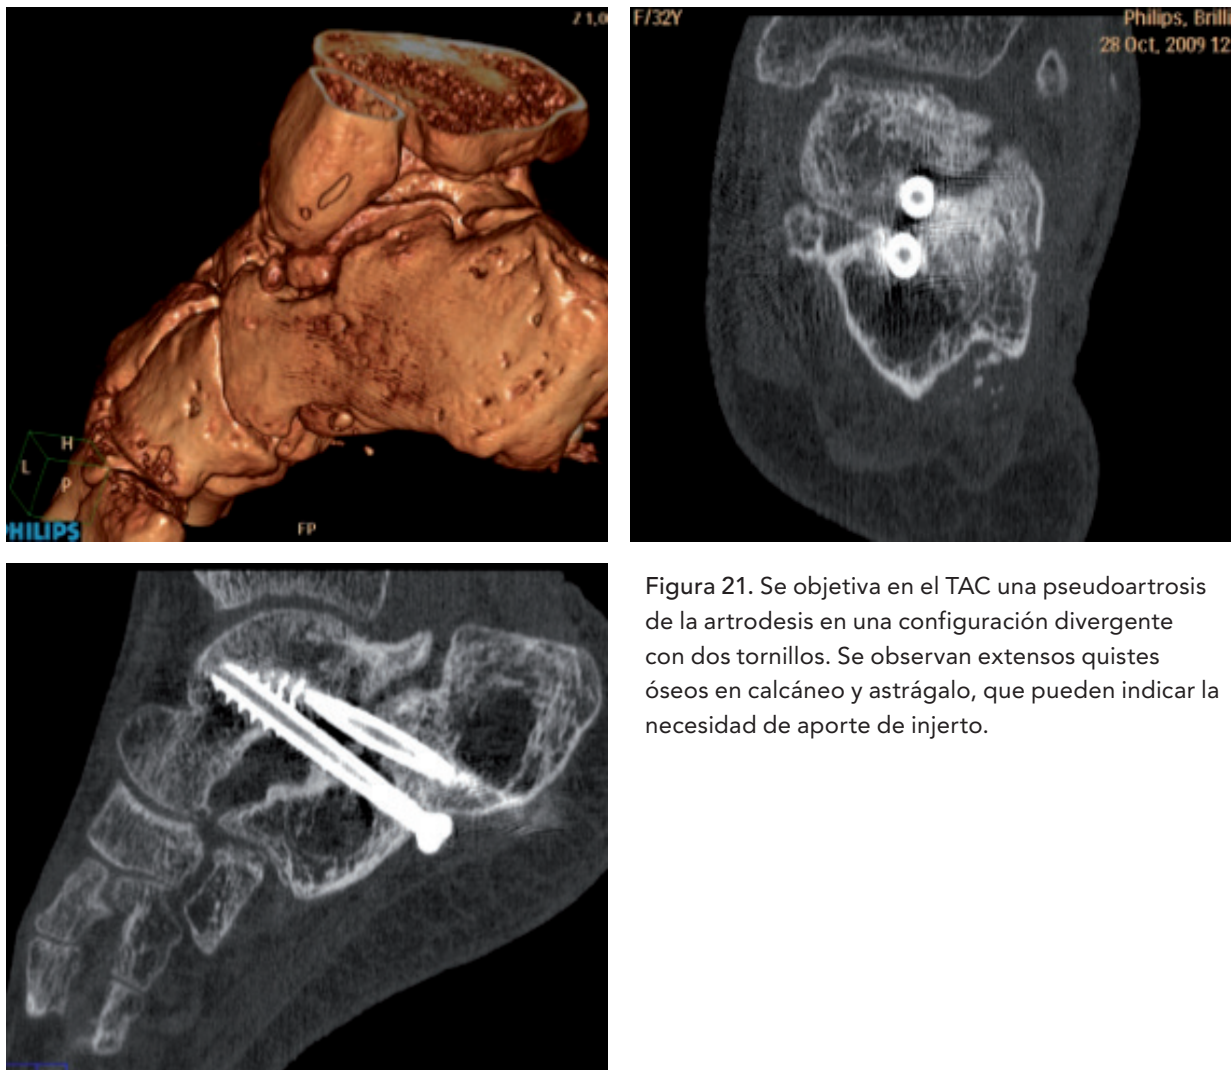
Se objetiva en el TAC una pseudoartrosis de la artrodesis en una configuración divergente con dos tornillos. Se observan extensos quistes óseos en calcáneo y astrágalo, que pueden indicar la necesidad de aporte de injerto.
